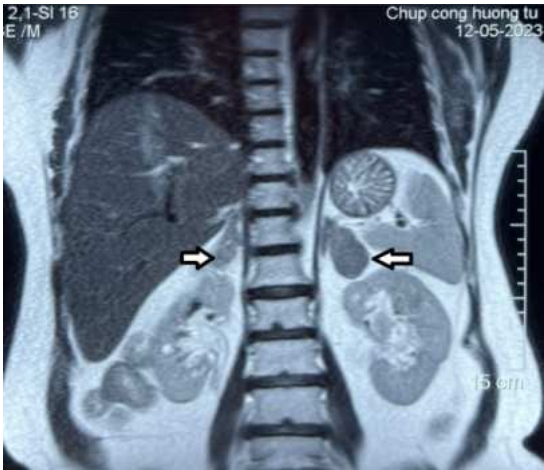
MRI ổ bụng khối u tụy
